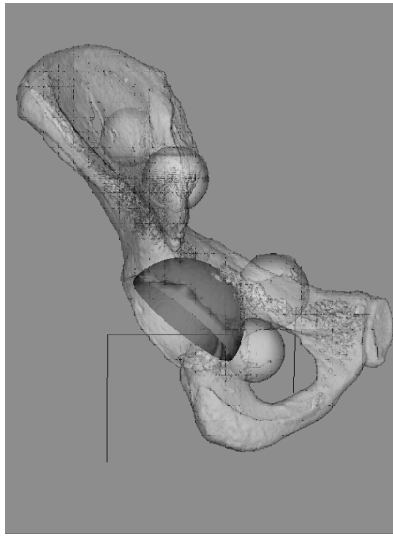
Cup planning (CT slice thickness 1 mm and reconstructed pitch 1 mm).
